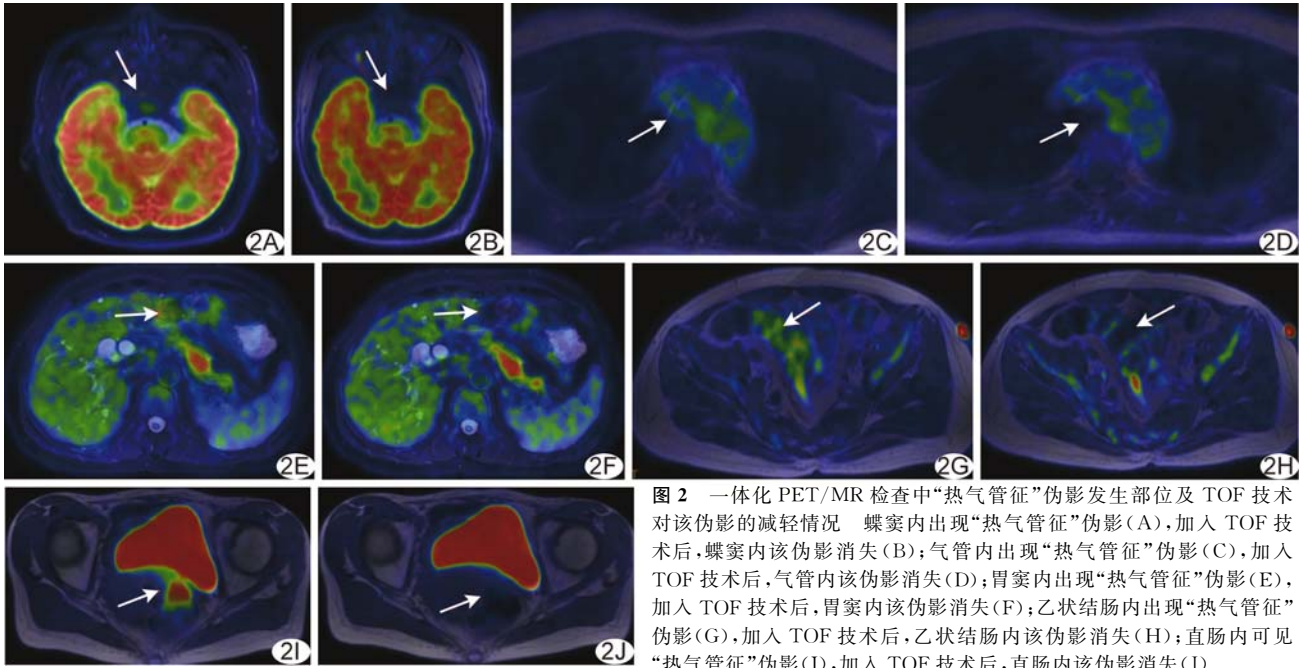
一体化 PET/MR 检查中“热气管征”伪影发生部位及 TOF 技术对该伪影的减轻情况 蝶窦内出现“热气管征”伪影(A),加入 TOF 技术后,蝶窦内该伪影消失(B);气管内出现“热气管征”伪影(C),加入 TOF 技术后,气管内该伪影消失(D);胃窦内出现“热气管征”伪影(E),加入 TOF 技术后,胃窦内该伪影消失(F);乙状结肠内出现“热气管征”伪影(G),加入 TOF 技术后,乙状结肠内该伪影消失(H);直肠内可见“热气管征”伪影(I),加入 TOF 技术后,直肠内该伪影消失(J)
